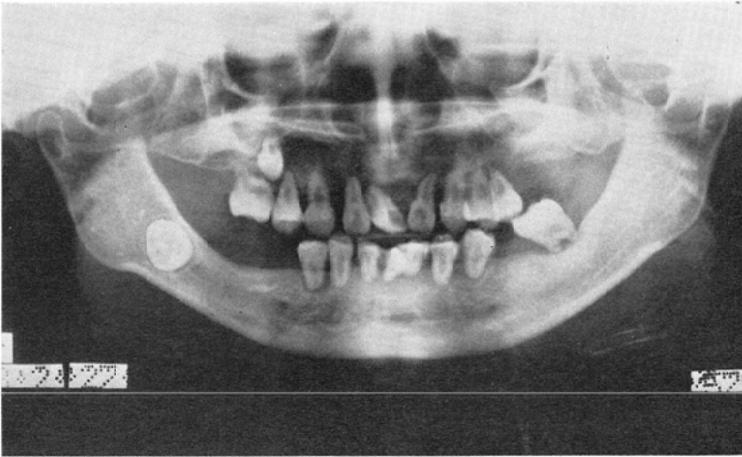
Panoramic radiograph demonstrating an obtuse mandibular angle, marked resorption of the alveolar processes, floating teeth, disappearance of the lamina dura, and taurodontia of the first molars.
